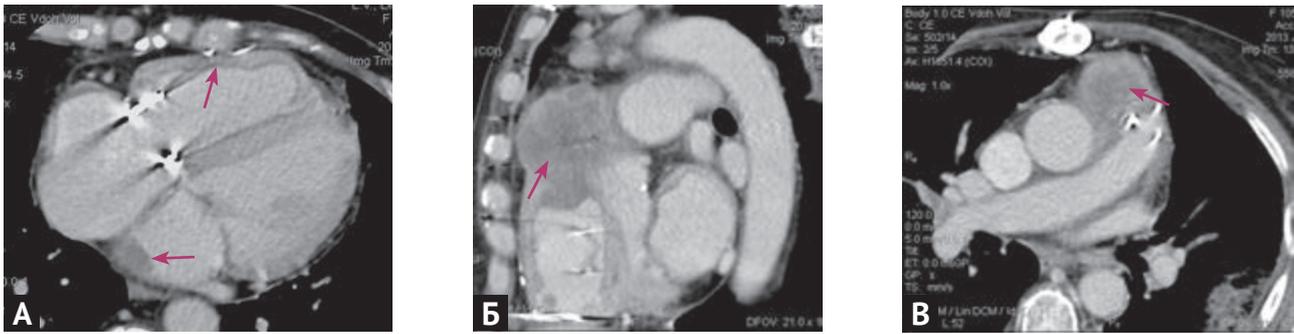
Мультиспиральная компьютерная томограмма через 14 мес. после операции: А — гипертрофия миокарда правого желудочка; Б, В — в выходном отделе правого желудочка, распространяясь в его полость и парааортально, определяется опухолевое образование, накапливающее контрастный препарат. Следует отметить линейную зону сниженной плотности по контуру эндокарда правого желудочка, а также пристеночные образования в левом предсердии. Увеличение лимфатических узлов средостения
